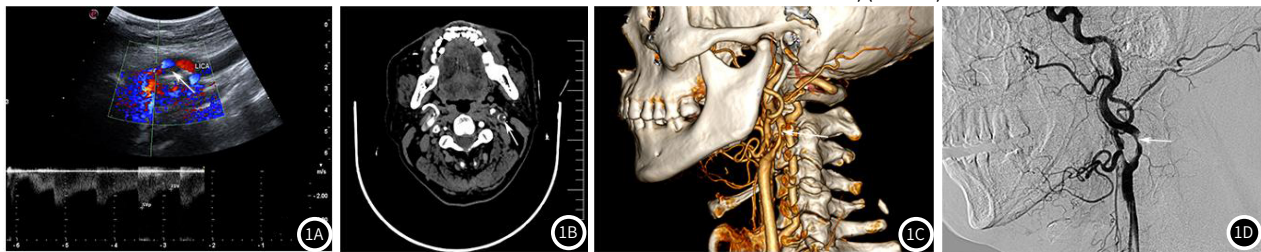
彩色多普勒超声检查图像显示左侧颈内动脉起始段狭窄处花色血流及频谱,收缩期最大血流速度为250cm/s,白色箭头所指为管腔内低回声斑块。图1B CT扫描显示管腔重度狭窄,白色箭头所指为管腔内低密度斑块。图1C CTA白色箭头所指为左侧颈内动脉起始部重度狭窄。图1D DSA白色箭头所指为颈内动脉起始部重度狭窄。
